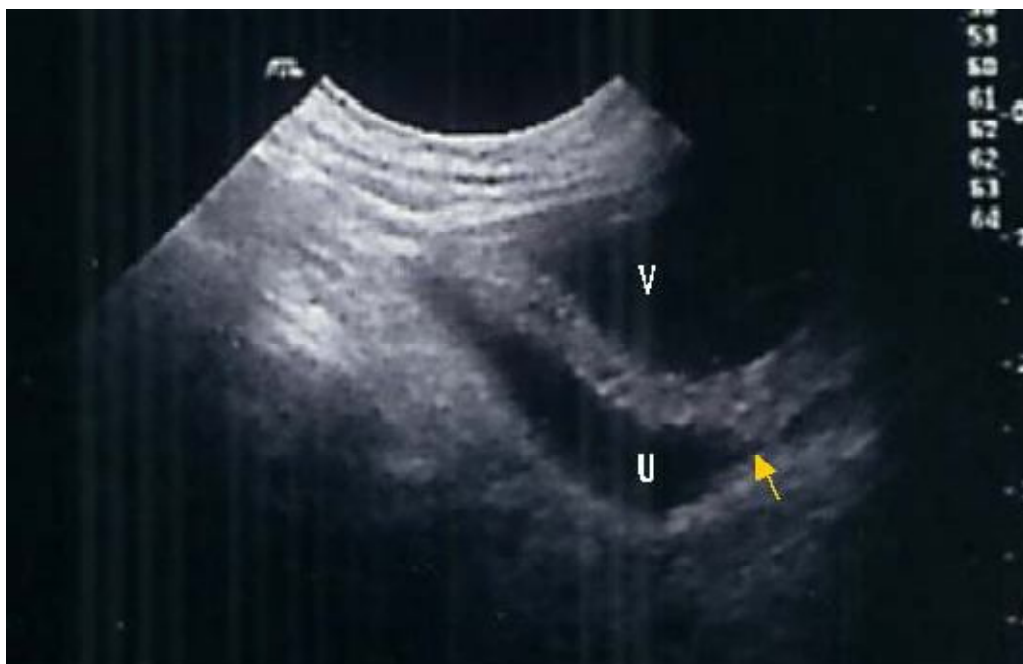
Coupes échographiques longitudinale passant par la vessie montrant la dilatation de l'uretère gauche en rapport avec un méga-uretère avec sa terminaison effilée en rétro-vésicale (37)
